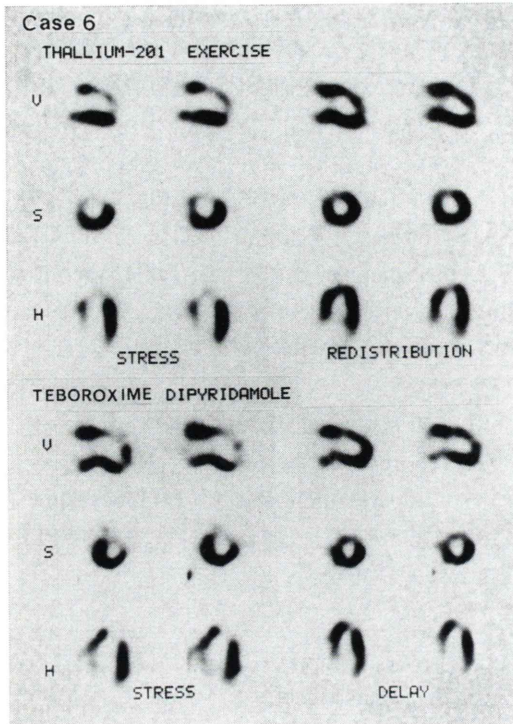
Exercise  $^{201}\text{Tl}$  myocardial SPECT (upper panel) and dipyridamole  $^{99\text{m}}\text{Tc}$ -Teboroxime myocardial SPECT (lower panel) in a patient with double vessel disease (case 6). Transient defects were observed equally in anterior region on both the images.
